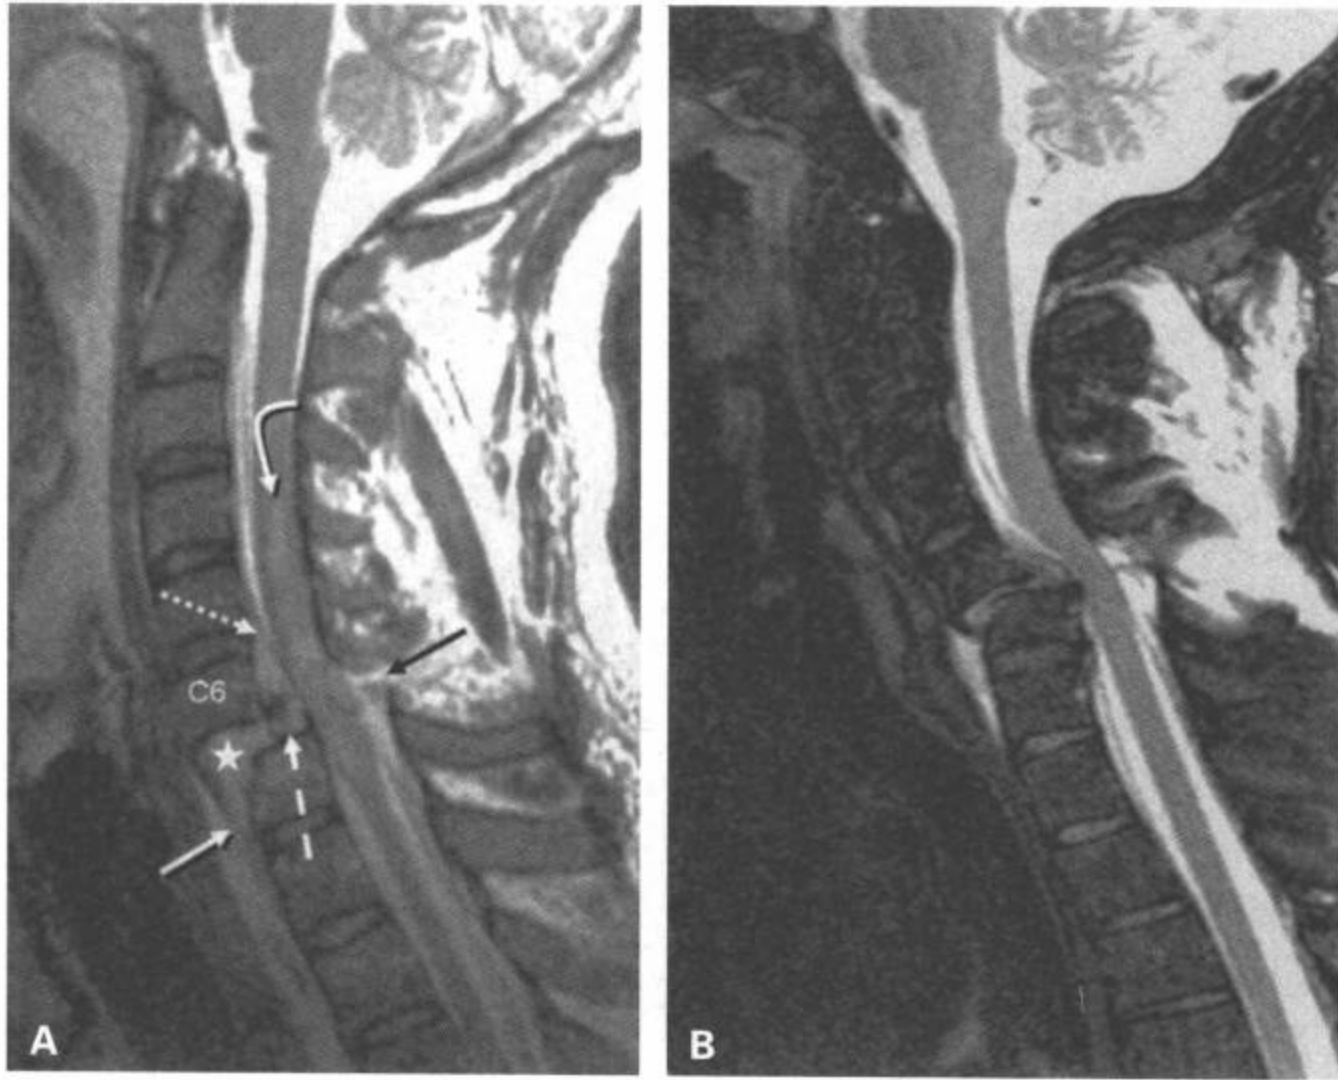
继发于双侧椎小关节脱位的多柱韧带断裂伴和不伴脊髓损伤。A: 矢状面 T2 加权 MRI 显示 C6 相对于 C7 明显向前半脱位。C6/C7 椎间盘分离 (星号), 向前突出的部分可能混有出血。部分椎间盘向后突出 (点状白箭)。C7 的前上角是碎片。前纵韧带扭曲并拉长 (白箭), 并从前部皮质上剥脱下来。后纵韧带也拉长, 并从后部皮质边缘分离 (点状白箭)。黄韧带断裂 (黑箭)。C4~C7 水平脊髓损伤, 损伤主要由肿胀和水肿组成 (弯白箭)。B: 另一例病人的矢状面脂肪抑制 T2 加权 MRI 显示双侧椎小关节脱位性损伤, 韧带、前柱和后柱完全断裂。注意脊髓内无信号异常, 这例病人的神经功能完整。
